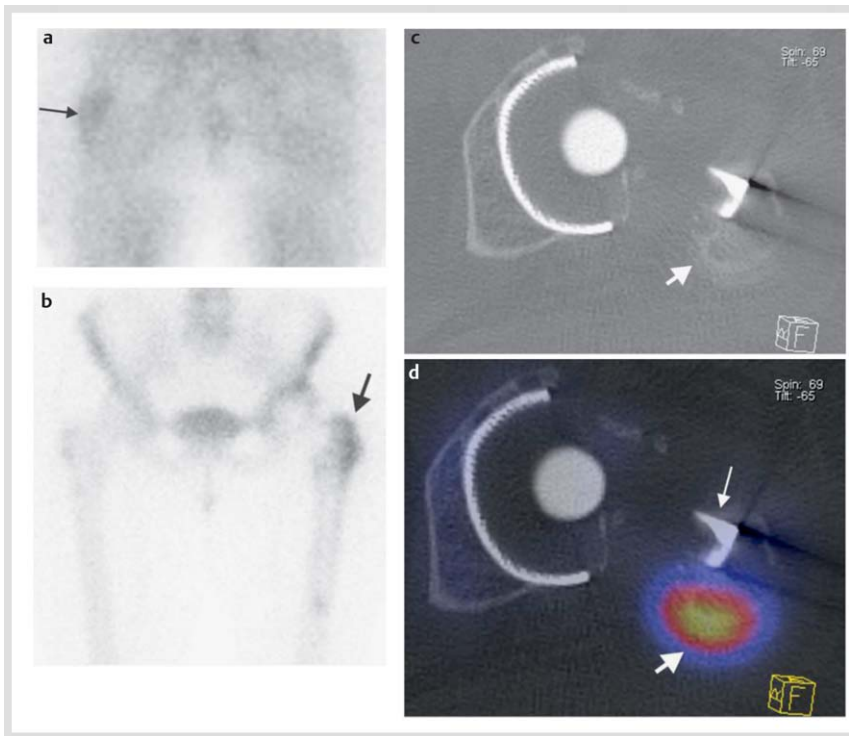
Postoperativer Hüftschmerz bei ektope Ossifikationen. Im CT ausgeprägte ektope Ossifikationen am dorso-kranialen Rand des Trochanter major links (c und d kurzer weißer Pfeil, dünner Pfeil Prothesenschulter). Szintigrafisch schon in der Bloodpoolphase mäßiger Uptake als Hinweis auf floride metabolische Prozesse (a Pfeil schwarz). In der Mineralisationsphase verstärkte Nukidspeicherung (b). Nach Lokalinfiltration Abklingen der Beschwerden.
